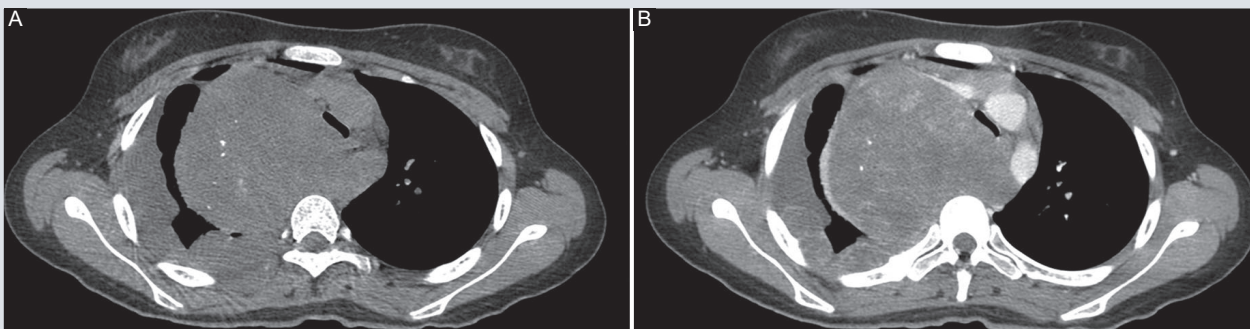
Tomógrafo GE, 16 cortes. A: tomografía de tórax en fase simple en corte axial en la que se identifica tumoración localizada en mediastino, con presencia de calcificaciones en su interior. B: tomografía computarizada con contraste intravenoso que muestra realce de la tumoración.
